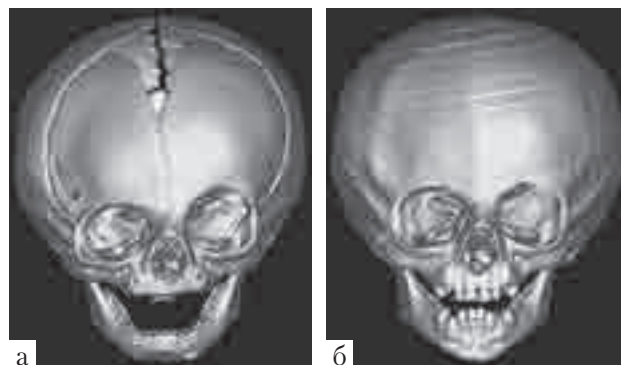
Иллюстрации к клиническому наблюдению №2, ♂ А-ев, DS: плагиоцефалия, синостоз в области лобно-клиновидного синхондроза справа, 3D-КТ черепа до и после лечения краниальным ортезом: а — до лечения: все швы черепа прослеживаются, грубая деформация лобно-орбитальной области; б — после лечения: полностью устранена асимметрия лобно-орбитальной области, сохраняется умеренная деформация чешуи лобной области справа, все швы черепа прослеживаются
